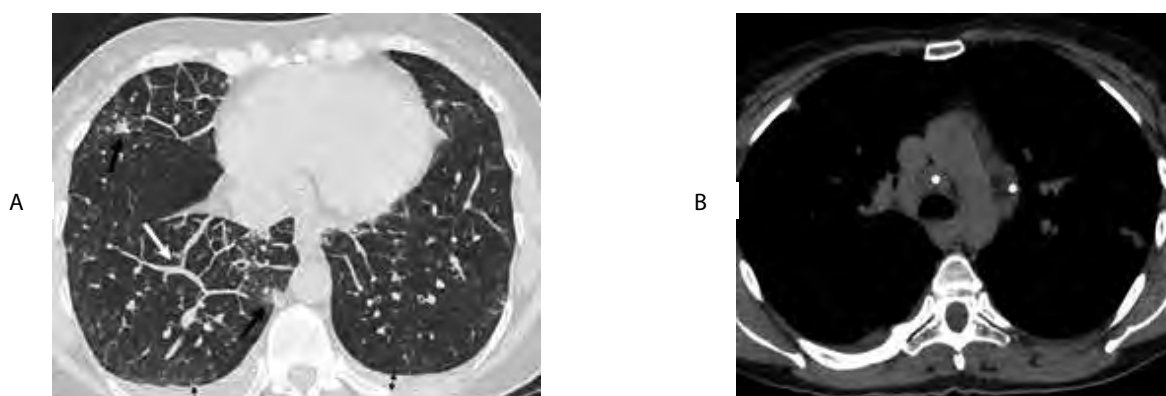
МСКТ органов грудной клетки, аксиальные срезы. А. Полисегментарные инфильтративные изменения (чёрные стрелки), выраженное утолщение междольковых перегородок (белая стрелка), двусторонний гидроторакс (двойные стрелки). В. Увеличенные внутригрудные лимфоузлы (звёздочки)
